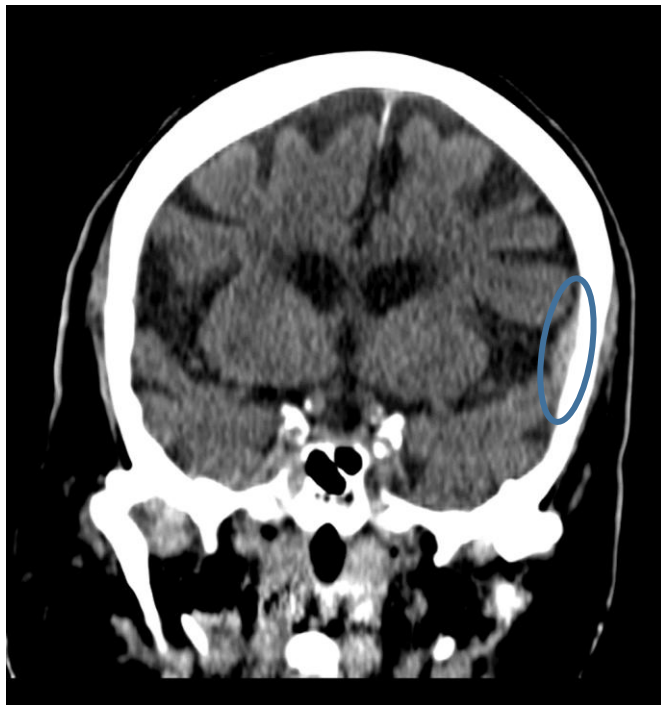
Imágenes de cortes coronal y axial de TC de cráneo sin contraste intravenoso en paciente de 85 años con cefalea tras caída accidental desde su propia altura anticoagulado por fibrilación auricular. Imagen extraaxial hiperdensa de morfología biconvexa en relación con hematoma epidural fronto-parietal izquierdo.
